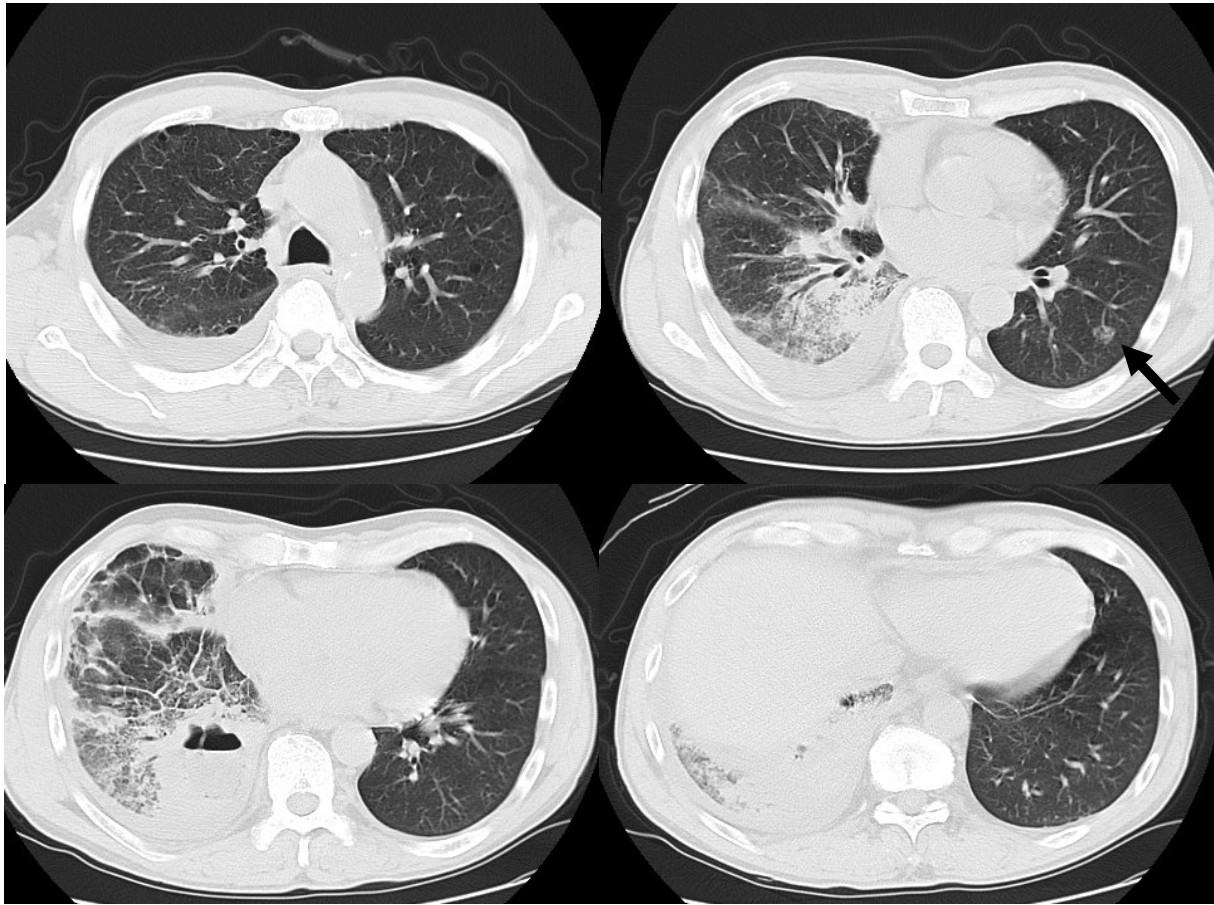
Chest CT showed a right lower lung abscess and massive pleural effusion. At this time, an 8-mm nodule was seen in the left lower lobe (arrow).
